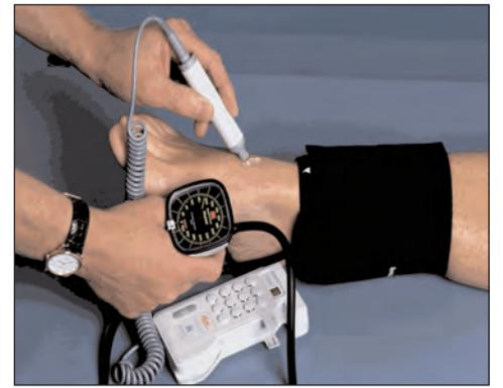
A hand-held Doppler being used to check for a pulse.
